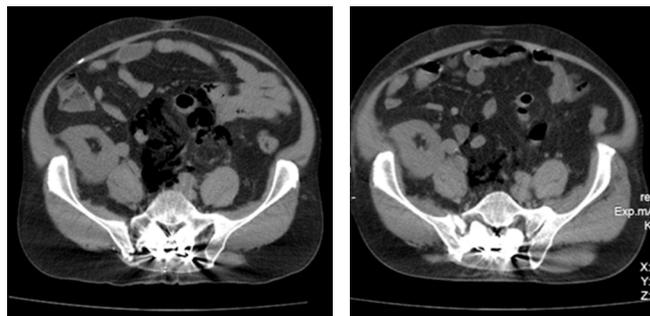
Cortes transversales en tomografía axial computarizada simple de abdomen al ingreso (izquierda) y egreso (derecho).
